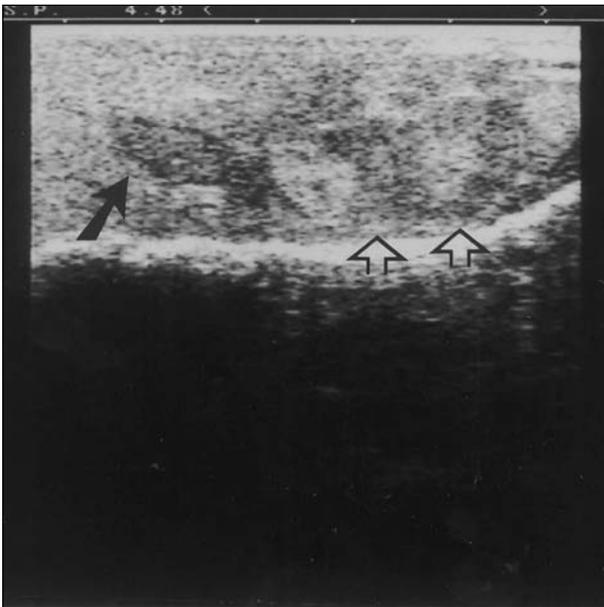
Ultra-sonografia intra-operatória demonstrando a presença de dois adenomas hepáticos com diferentes ecogênicidades.
